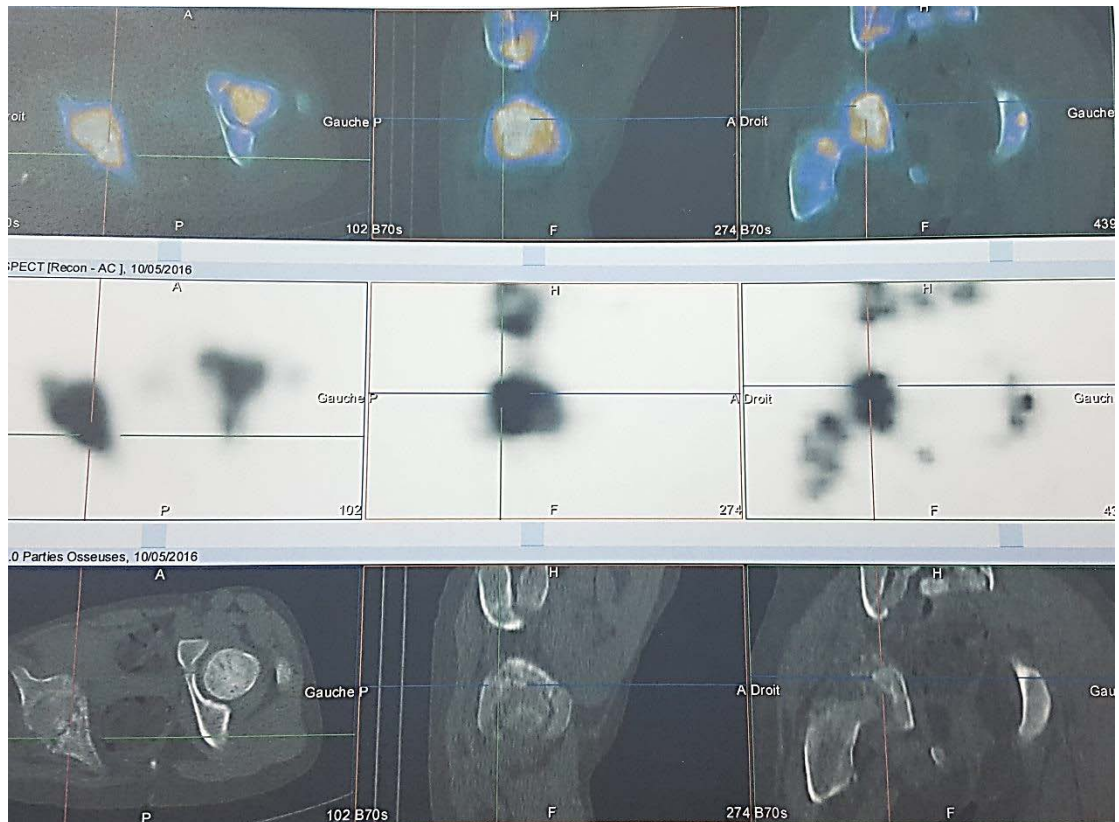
Coupes tomoscintigraphiques couplées au scanner montrent : Une hyperfixation de la hanche droite sur les coupes TEMP, correspondant sur les coupes TDM de repérage à une déminéralisation partielle du cotyle, pincement complet de l'interligne, une géode osseuse.
